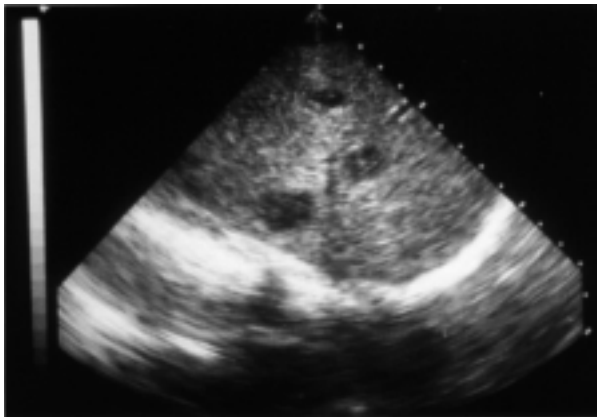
Ecografía hepática en la que se aprecian varios nódulos hipocógenos repartidos por todo el hígado, compatibles con abscesos hepáticos.
